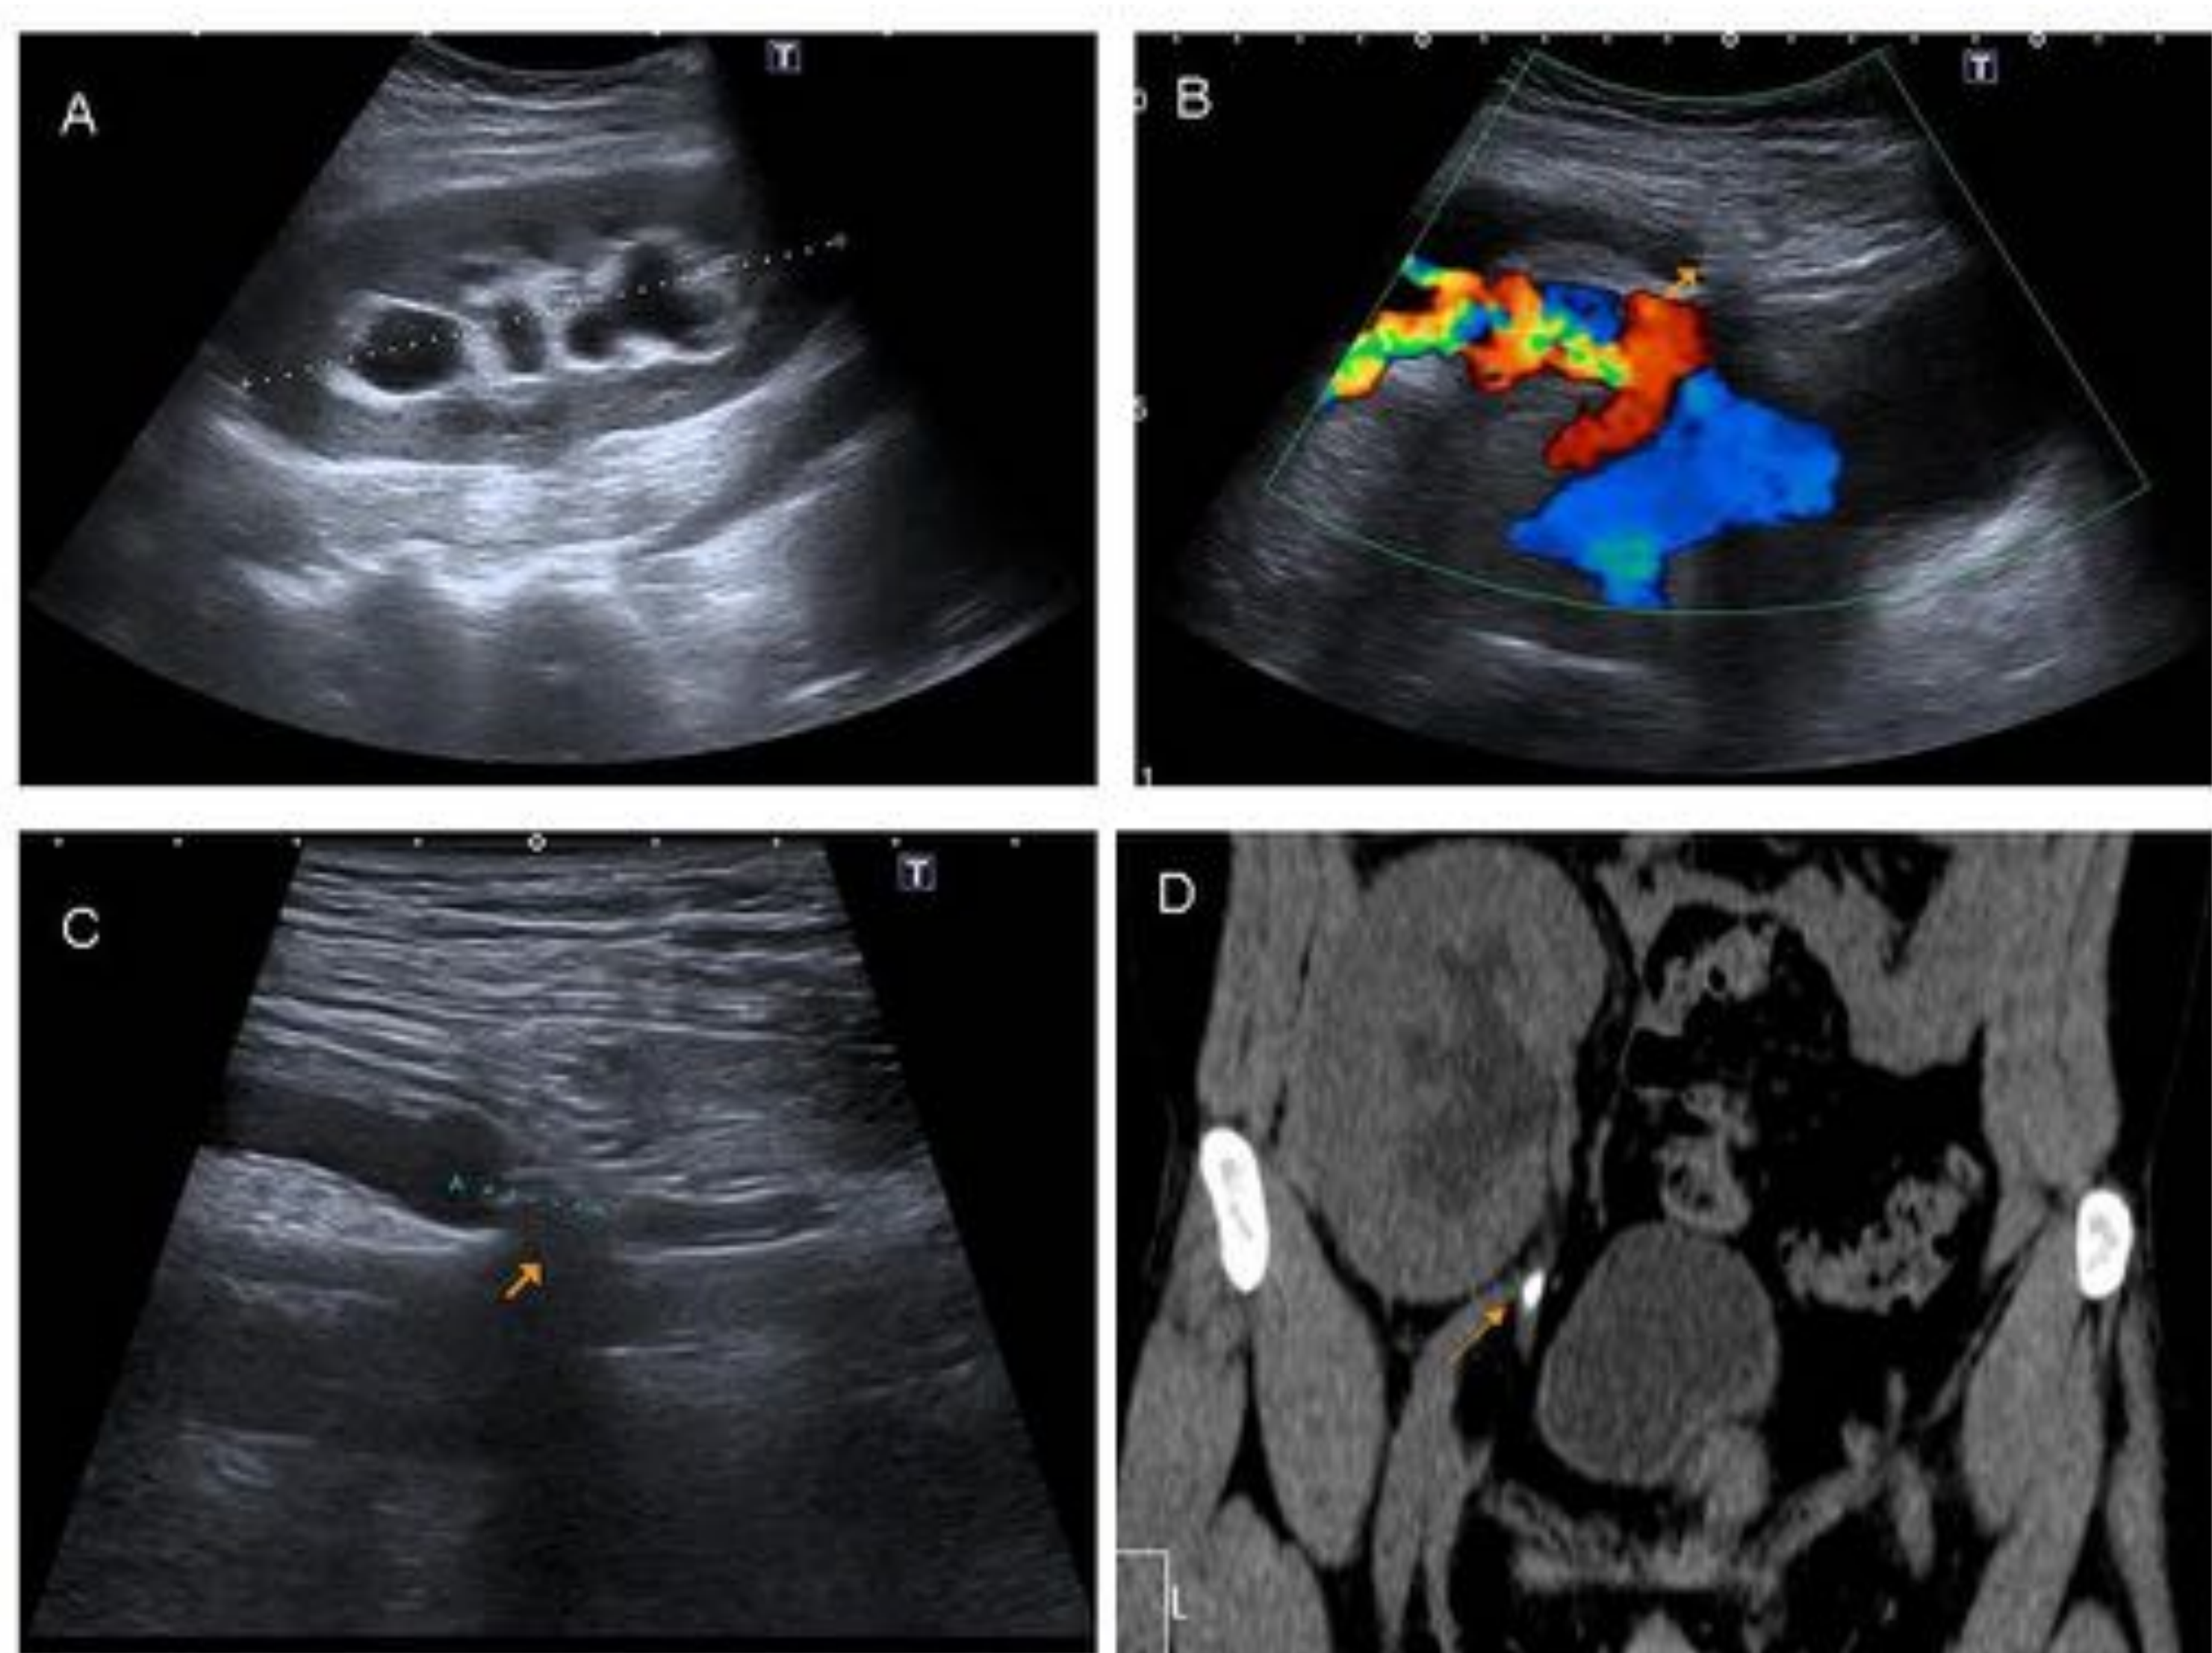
Hidronefrosis secundaria a litiasis. La imagen A muestra una moderada dilatación pielocalicial del injerto renal, así como del uréter proximal (Imagen B, flecha naranja). En la ecografía se visualizaba una litiasis en uréter medio (Imagen C, flecha naranja). Estos hallazgos fueron comprobados mediante TC (Imagen D, flecha naranja).
